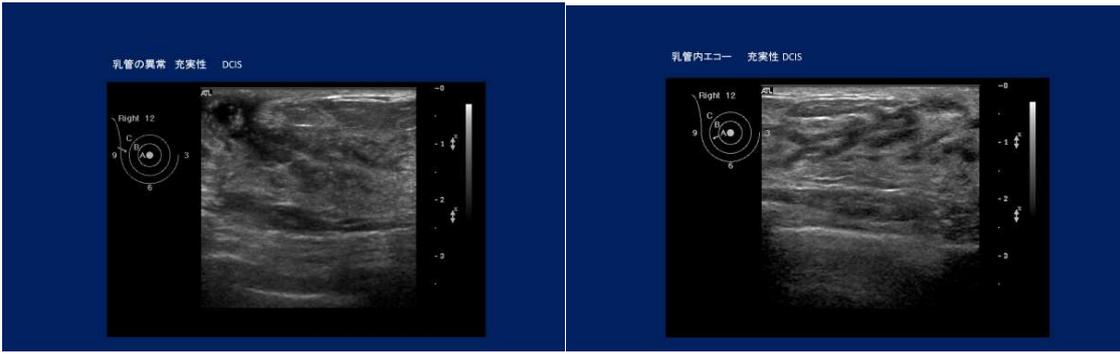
乳管内充実性エコー：いずれの症例も立ち上がりのなだらかな充実部が認められ DCIS であった
